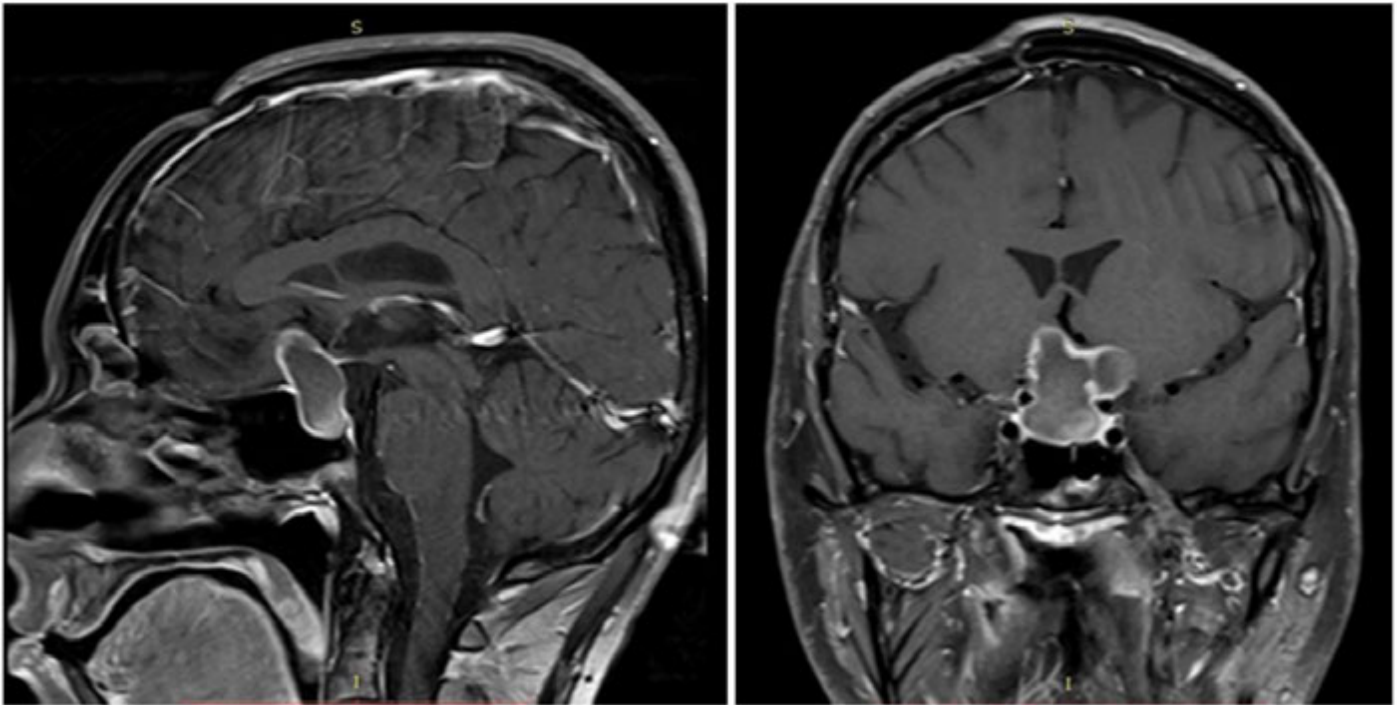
Ressonância magnética com contraste. Lesão bilobada com realce periférico pelo meio de contraste ocupando a região selar com crescimento superior e lateral mantendo contato com o quiasma e nervos ópticos, principalmente nervo óptico esquerdo.
